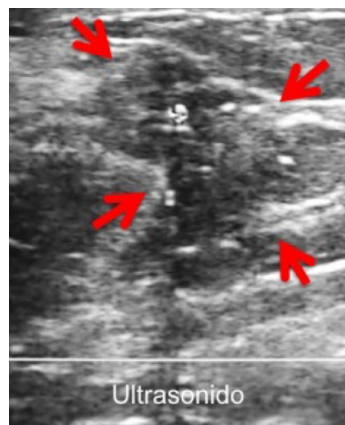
Ecografía mamaria
